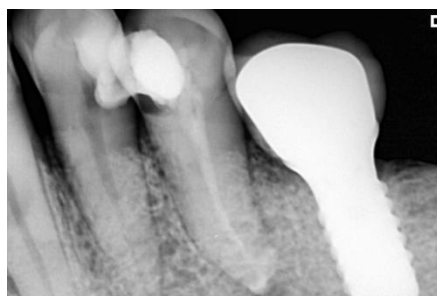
Radiografía posterior a la aplicación de la medicación intraconducto. Observe radiopacidad y escurrimiento del material.
